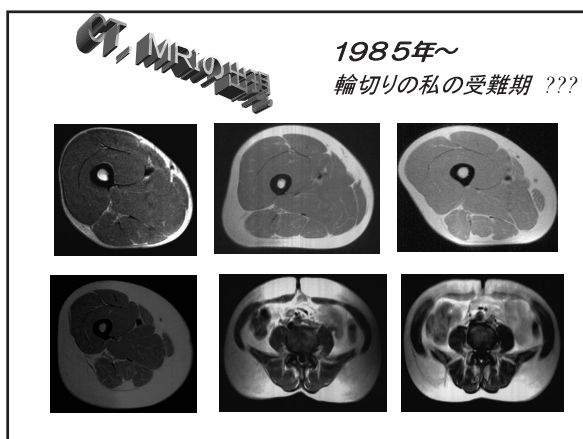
X線CT法及びMRI法の発達は生体内部映像化を画期的に発達させ、その測定精度がアップした。
